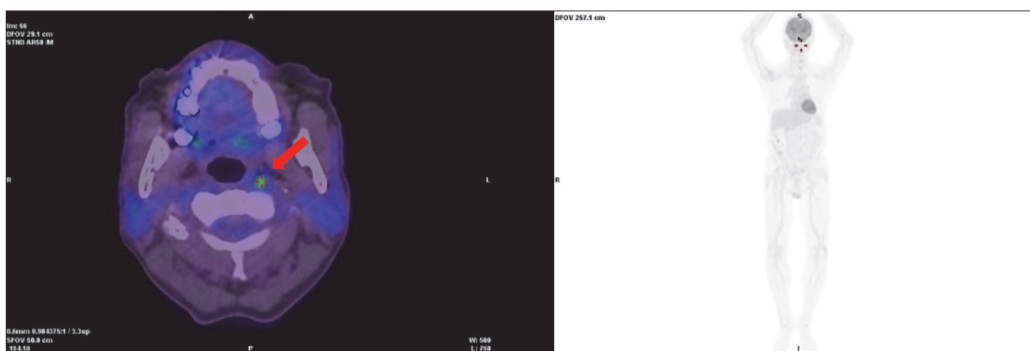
在正子斷層造影中，發現咽旁間隙淋巴結對 18F-FDG 葡萄糖有異常活性吸收。
